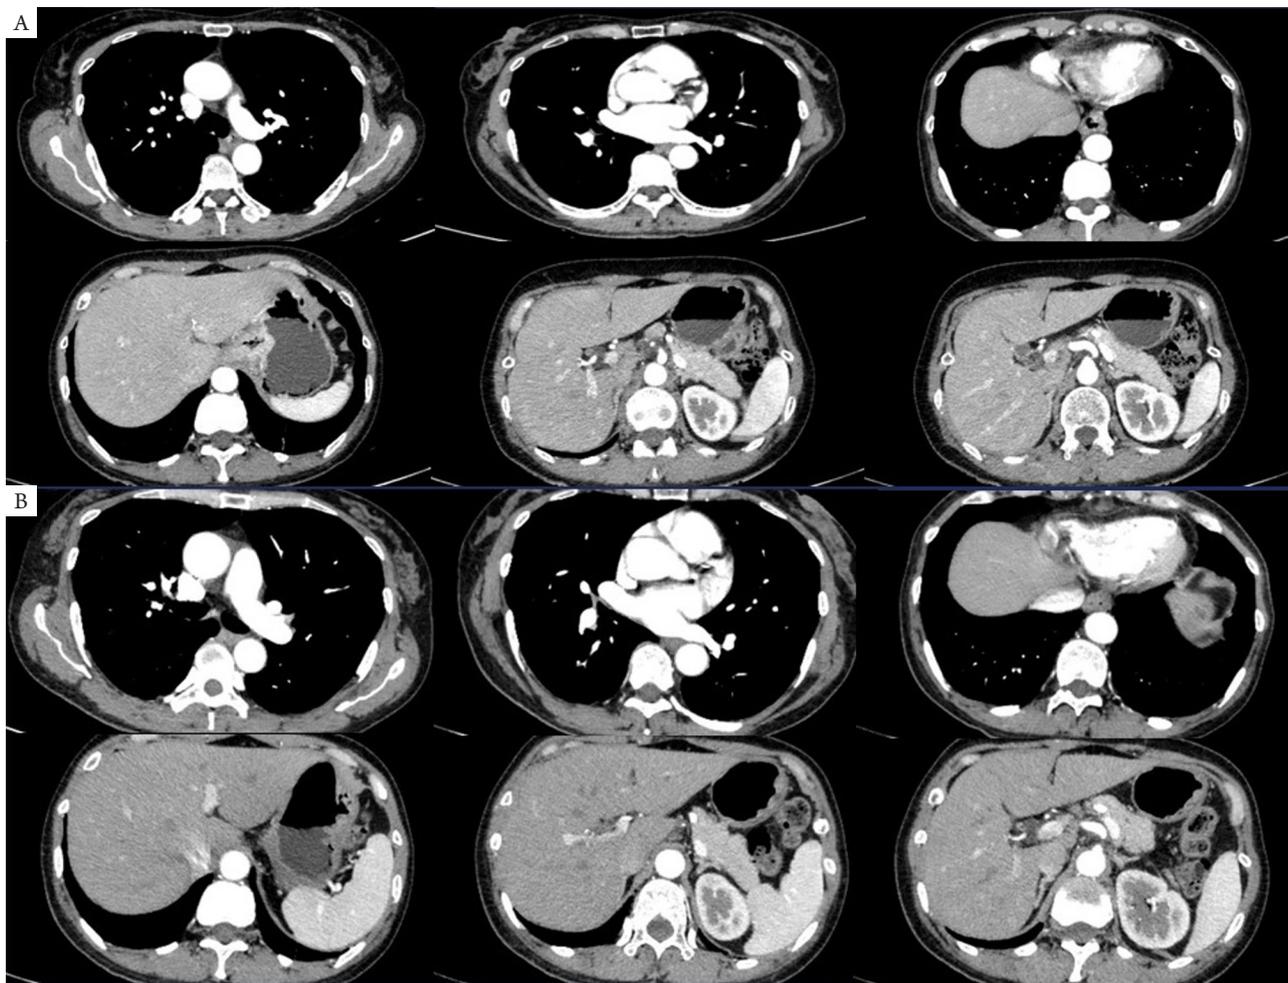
治疗前后胸上腹增强CT对比。A：新辅助治疗前胸上腹增强CT（2020年9月）：食管胃结合部肿瘤，侵及胃小弯及食管下段>3 cm，腹腔干及胃左动脉淋巴结肿大融合成团；B：新辅助治疗后胸上腹增强CT（2020年11月）：食管胃结合部肿瘤明显退缩，腹腔干融合淋巴结较前明显缩小
